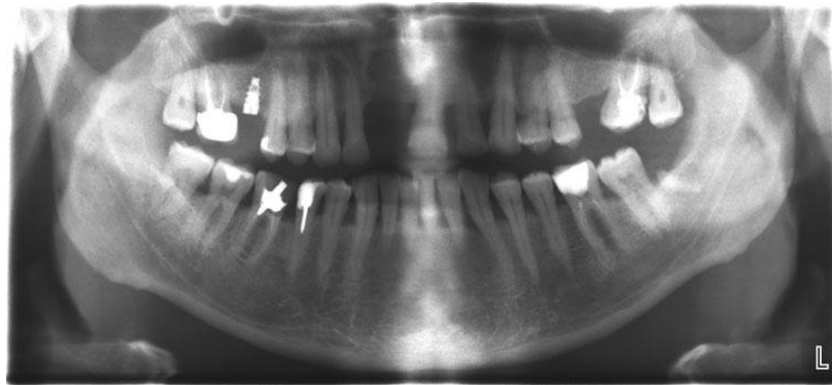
Приклад ортопантомограми пацієнта. Чітко визначаються металеві штифти, коронки, мостоподібні протези, пломби, дентальні імплантати різних конструкцій
